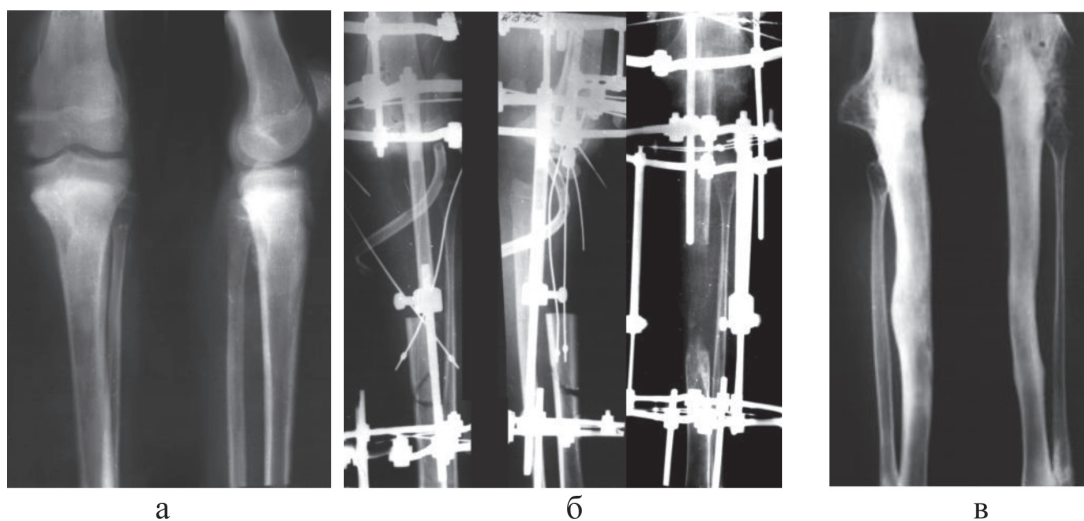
Рентгенограммы голени больной Г.:
